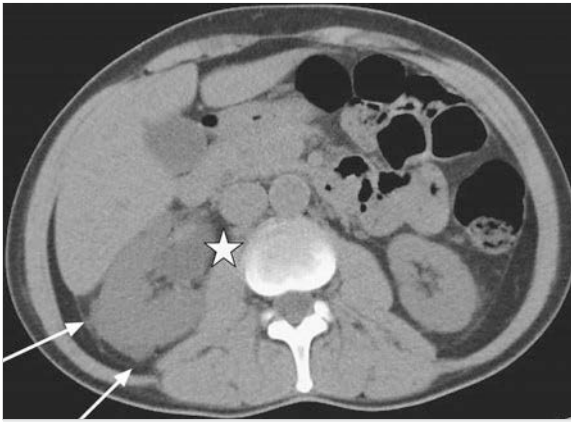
Native Computertomografie: rechte Niere bei distalem, blockierendem Harnleiterstein. Nierenbecken erweitert (Stern), perirenale Flüssigkeit (Pfeile).
